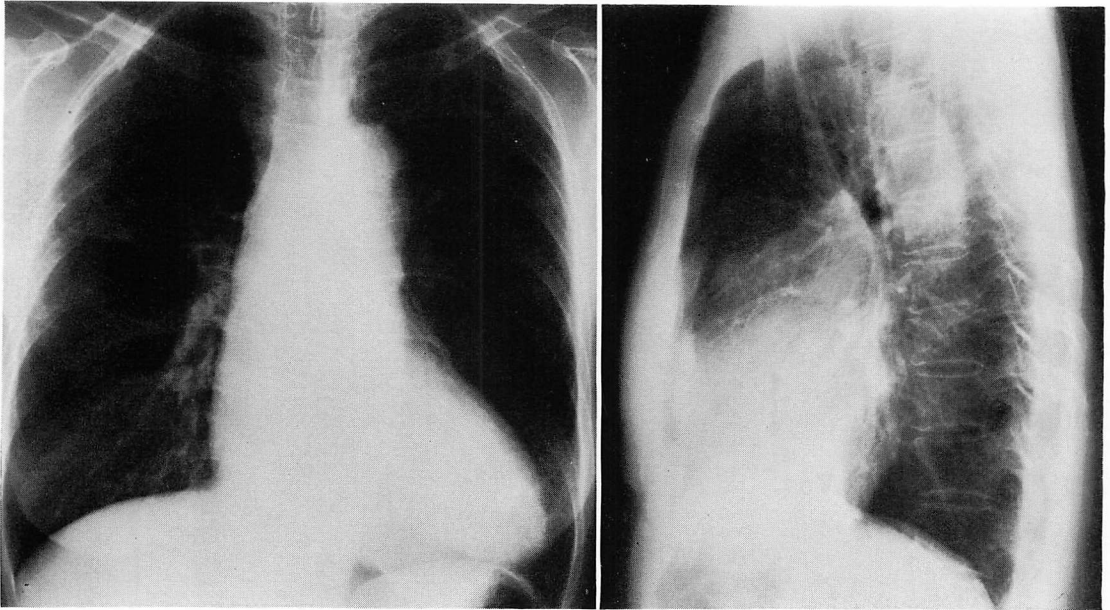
Chest radiographs showing significant left ventricular dilatation (cardiothoracic ratio: 59%).
